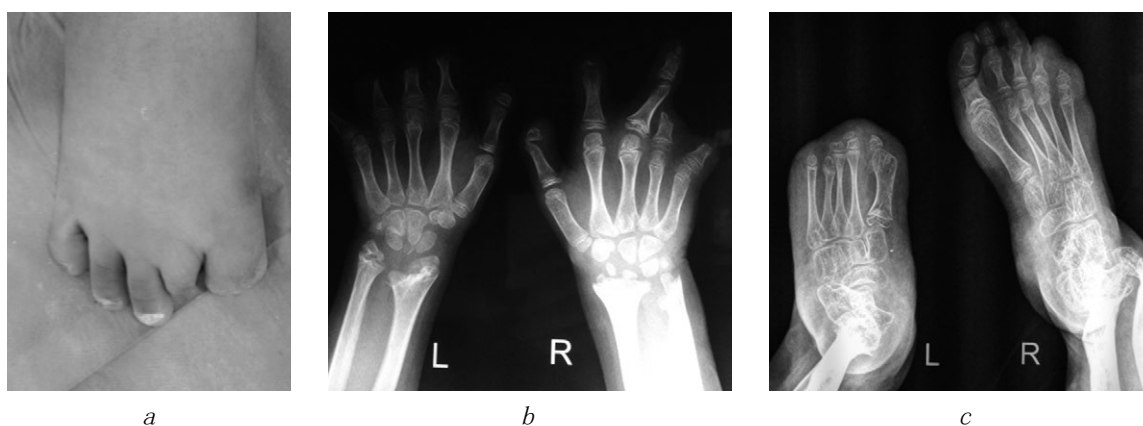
患有脑膜炎球菌血症后果K病人（a）的右脚照片和G病的手（b）和脚（c）的X线照片：肢体骨骼生长区多发病变，并截肢指、手和脚的残肢
